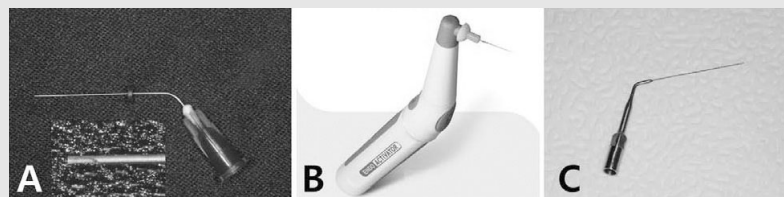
Instruments used in this study for canal irrigation. A. 30-gauge nickel-titanium notched open-end needle (NiTi Super-Flex; SybronEndo), B. EndoActivator (Dentsply Maillefer), C. ultrasonic irrigation tip (DH tip; EP dent).
